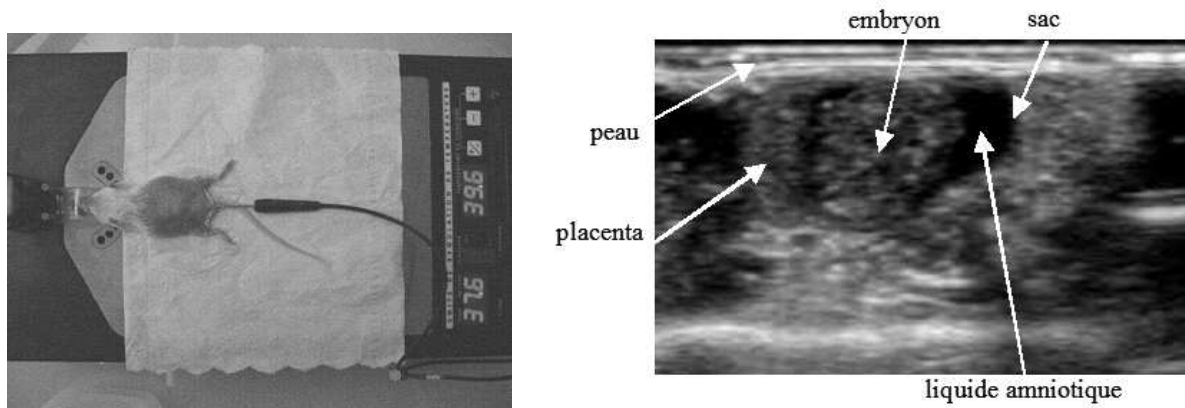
Imagerie ultrasonore de l'embryon de souris.
